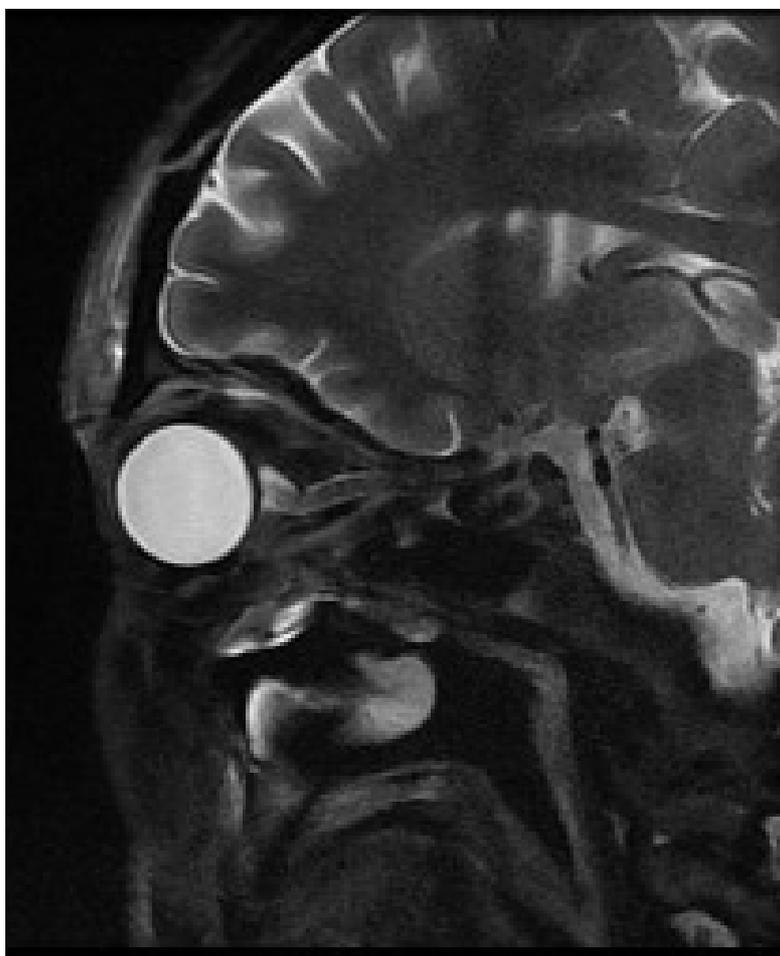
coupe IRM sagittale T2 montrant une enophtalmie associée à un discret hypersignal du nerf optique dans sa portion intracanaulaire avec raccourcissement de la portion intraorbitaire
